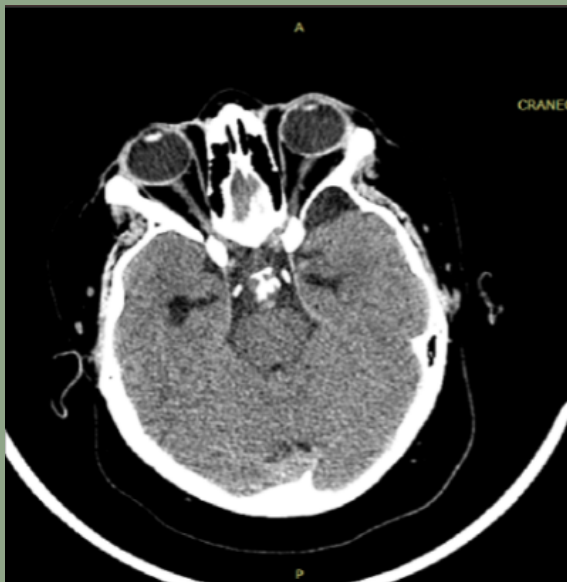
TC de cráneo simple prequirúrgica.
